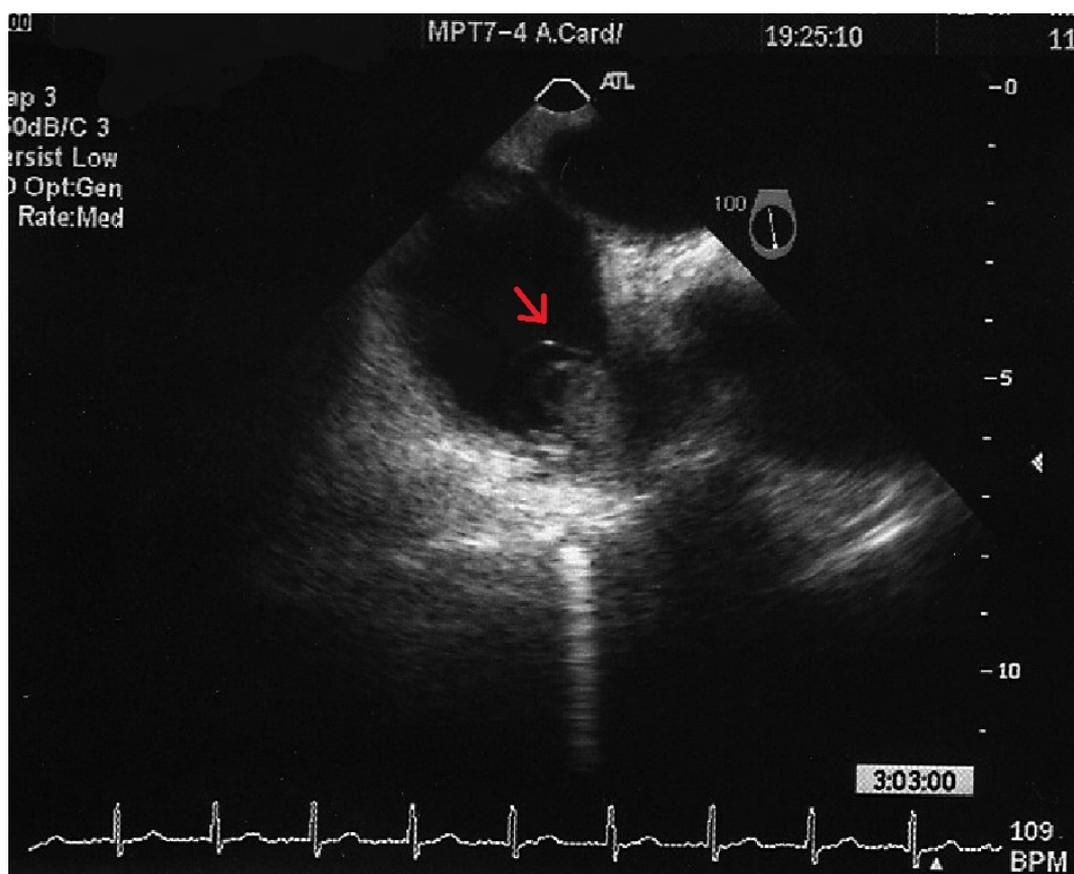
Ecocardiografia transesofágica diagnosticando vegetação em valva mitral
